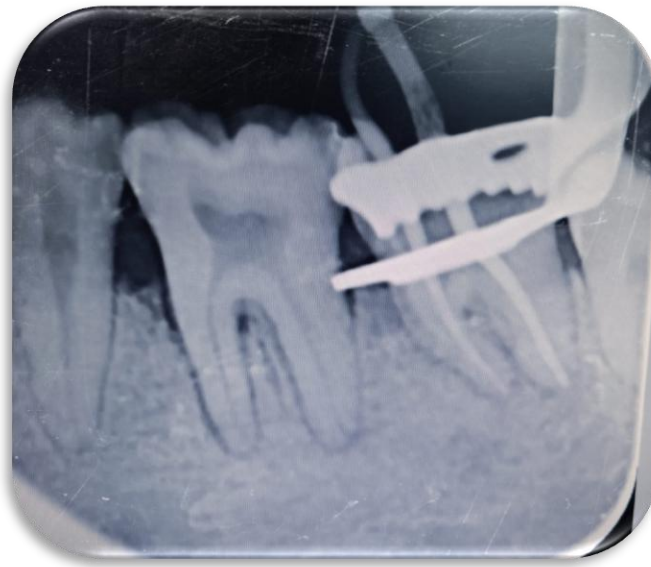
Radiografía de conometría. Fuente: Sofía Pastrano
